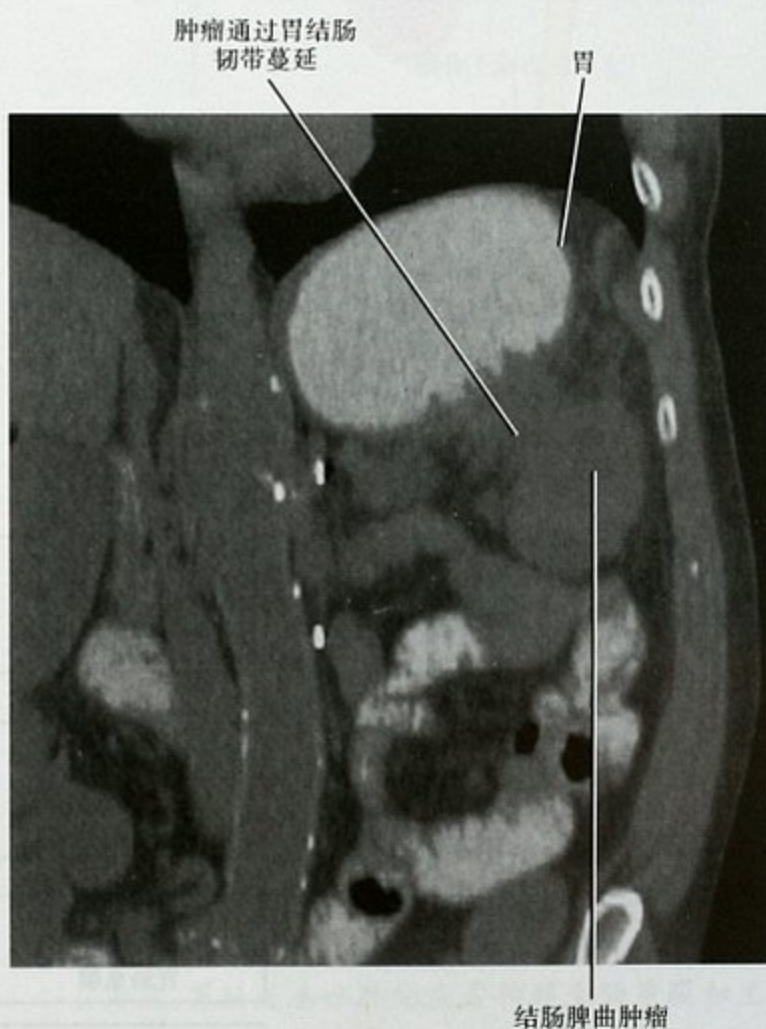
结肠癌患者 CT 平扫冠状面重建图像可见结肠癌通过胃结肠韧带侵犯胃壁
